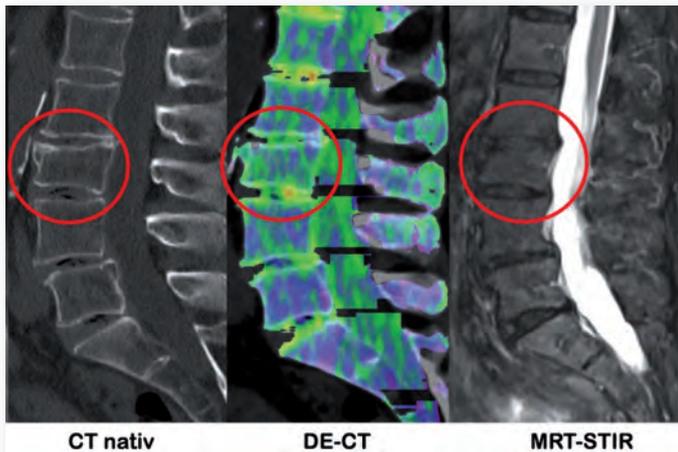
Alte Deckplattensinterung von LWK 3: kein Ödem in DE-CT oder MRT
